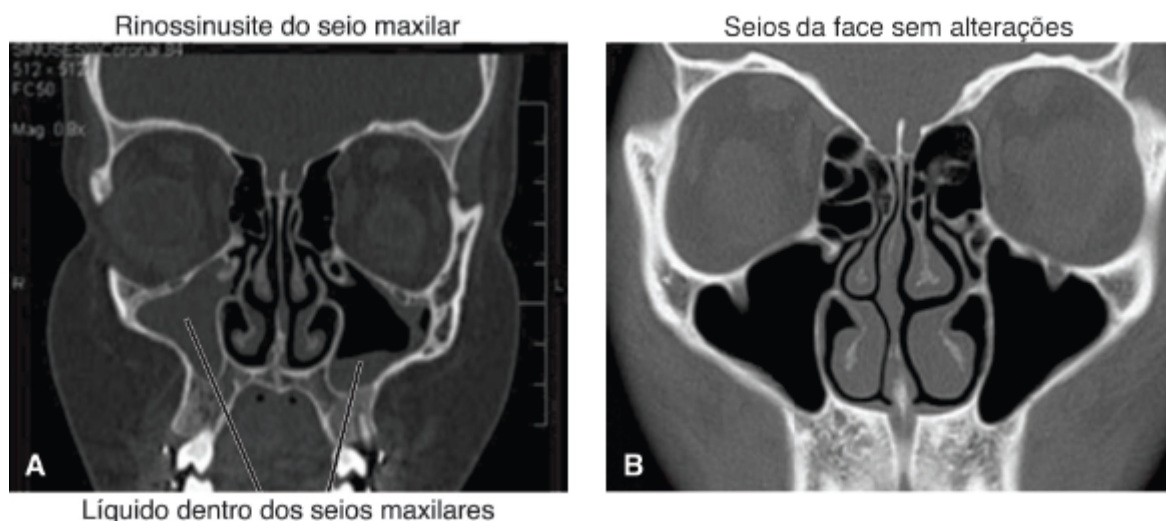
Tomografia computadorizada de seios da face: com nível líquido em seios maxilares (A); sem alteração (B).
